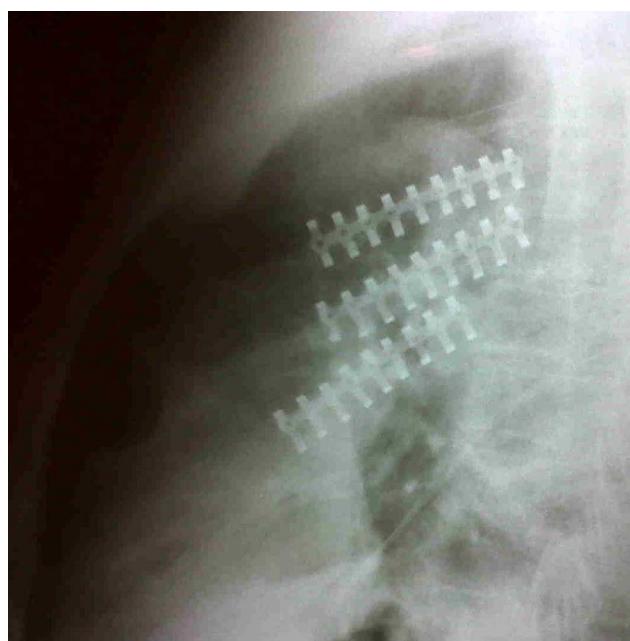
Control posquirúrgico. Radiografía de tórax. Proyección lateral que demuestra una corrección satisfactoria de las fracturas costales izquierdas, mediante la colocación de material de osteosíntesis.
